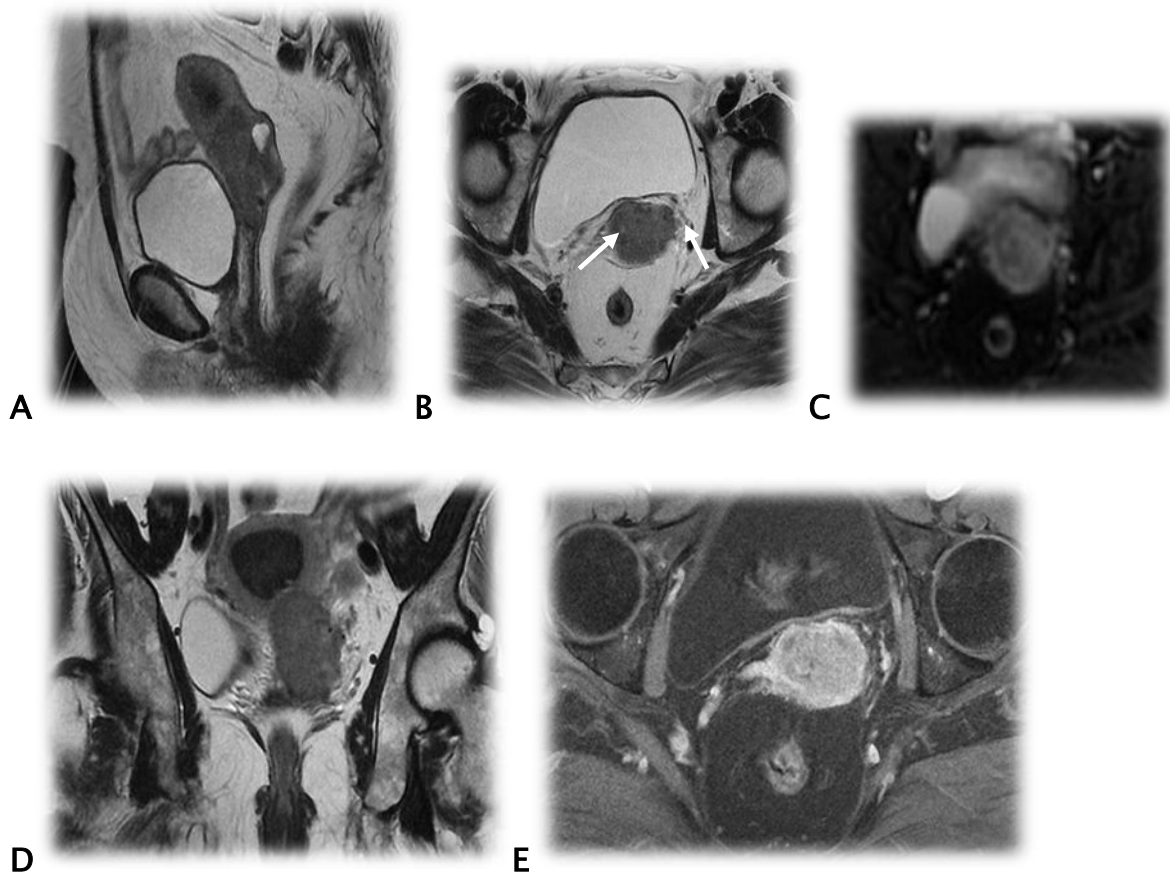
Patiente âgée de 60 ans présentant un carcinome épidermoïde du col utérin. IRM en pondération T2 (A, B, D), en séquence de diffusion (E) et en pondération T1 C+ (F). Lésion du col utérin hyperintense modérée en T2 rehaussée de façon intense et hétérogène après injection de Gadolinium hyperintense en diffusion. Elle mesure 52 mm de grand axe, elle s'étend en haut à l'isthme et à la partie inférieure du corps de l'utérus avec rétention hémorragique en amont, envahit le 1/3 supérieur du vagin associé à une extension paramétriale bilatérale proximale à droite et distale à gauche (flèche), absence d'extension vésicale ou rectale ni ganglionnaire. Classée stade IIB de FIGO. Traitée par une RCC.
